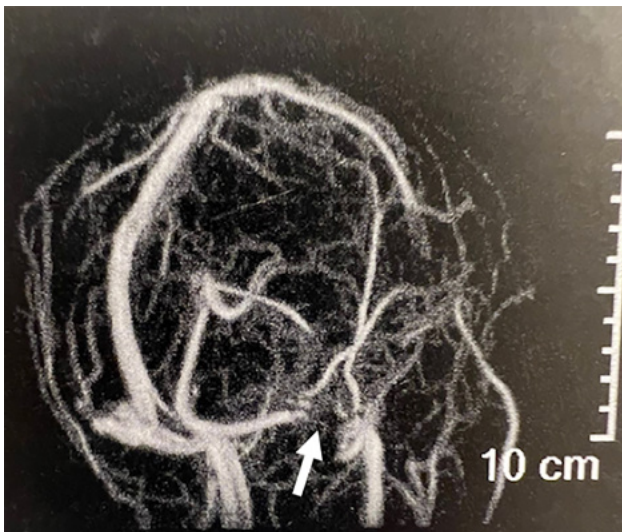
Angioresonancia en tiempo venoso. La flecha blanca señala la estenosis del seno transversal derecho.
